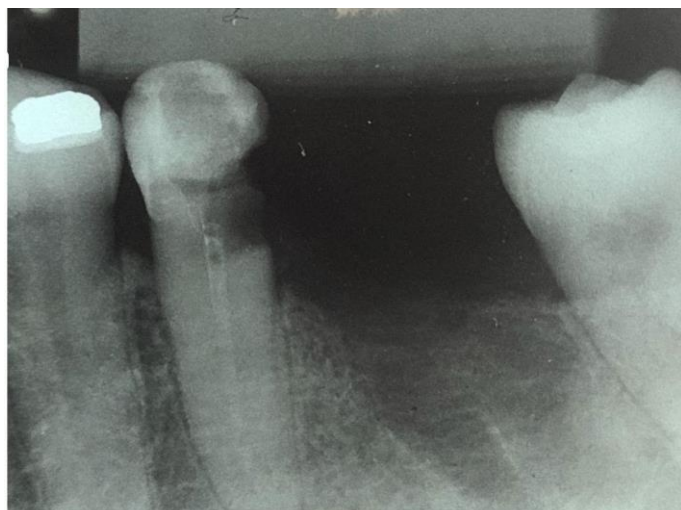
RADIOGRAFIA PERIAPICAL PARA VERIFICAÇÃO DA AÇÃO MEDICAMENTOSA INTRACANAL.
